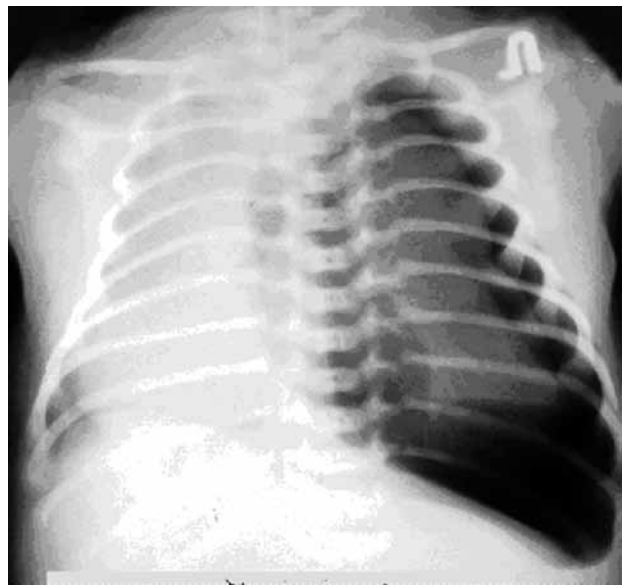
Рентгенограма хвор. К., 1 міс.
